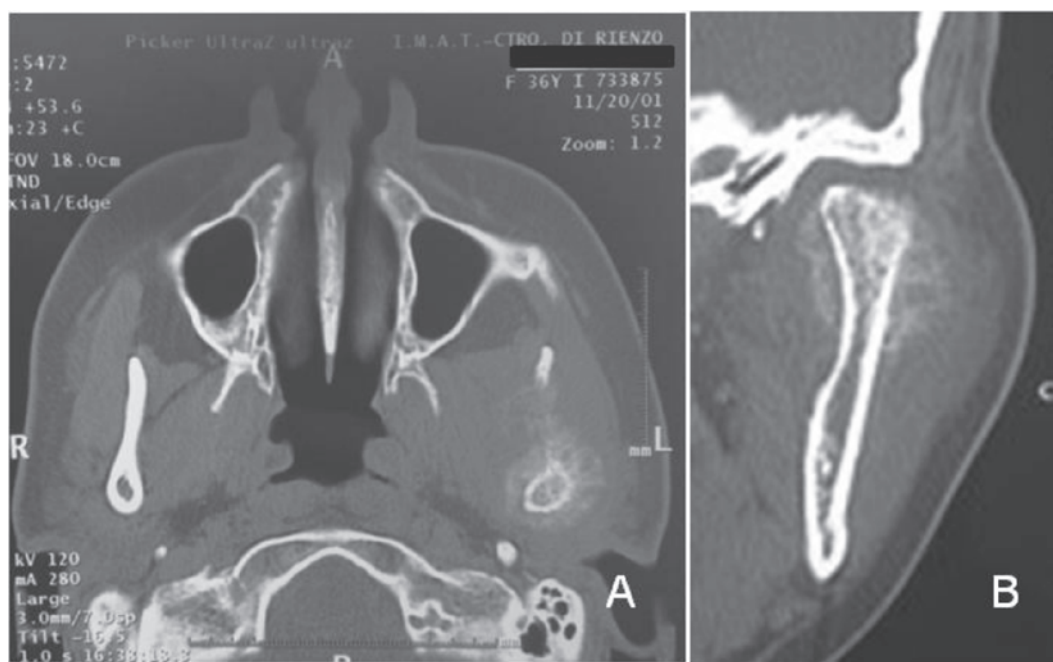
Tomografía Axial Computada. A- Corte axial y B- Corte coronal, en los que se observa el cóndilo mandibular rodeado por la lesión proliferativa con capacidad osteogénica.
